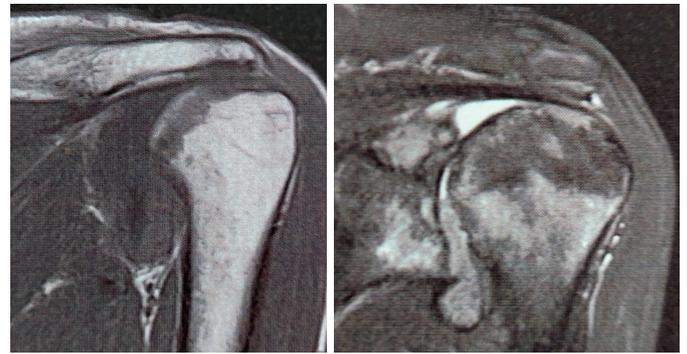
Imagens em T1 e T2 do corte coronal da ressonância magnética do ombro esquerdo, evidenciando erosão da cabeça umeral, intensa sinovite e edema ósseo.
